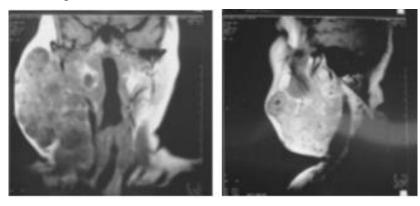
Resonancia magnética de adenoma pleomorfo en parótida, corte coronal y sagital. 32
